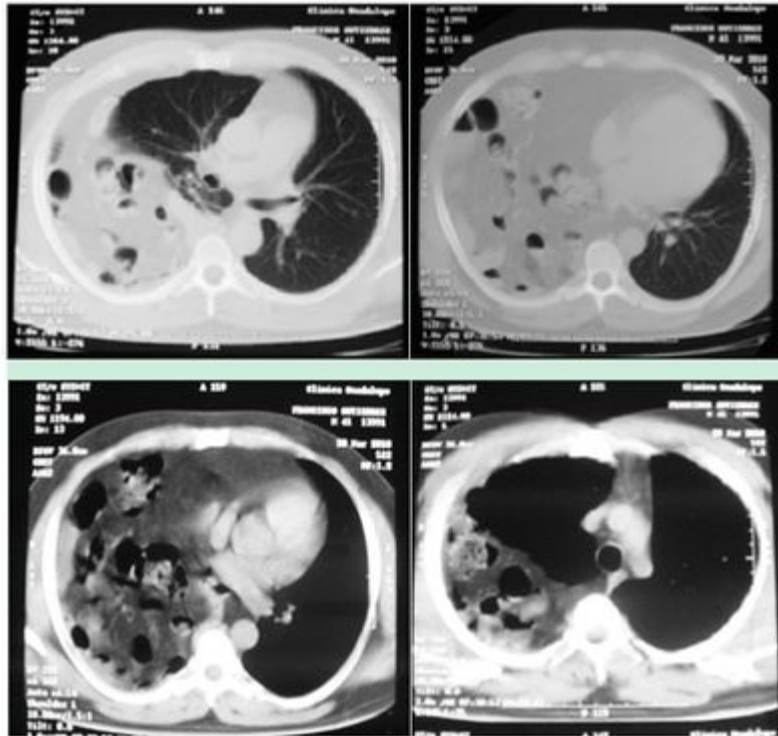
Tomografía computada: masiva ocupación de la mitad inferior del hemitórax derecho con la presencia de grasa (mesentérica) o tejidos blandos (asas intestinales) sobre la superficie superior del diafragma, localización osteolateral, paracardial y mediastínica anteroinferior con desplazamiento de las estructuras cardiomediastinales, discontinuidad diafragmática adyacente a la masa y densidad continua sobre y debajo el diafragma a través del defecto. El cual evidencia herniación anterior del diafragma a la derecha con diagnóstico de Hernia diafragmática de Morgagni-Larrey.
